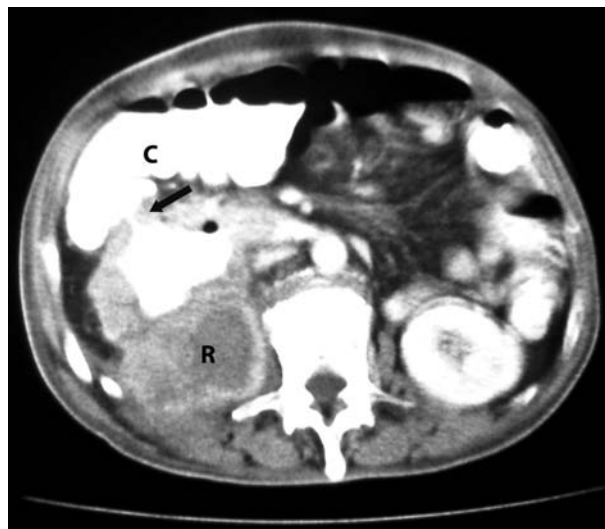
Tomografía de Abdomen con contraste oral y endovenoso con trayecto fistuloso evidente.
